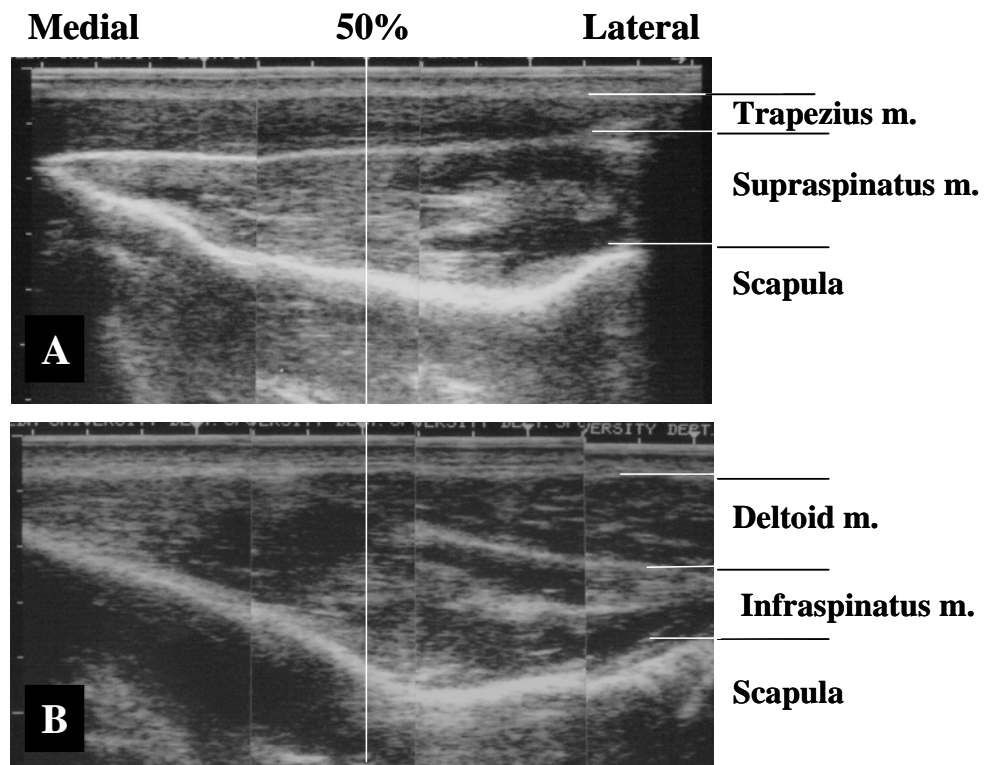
棘上筋 (A) と棘下筋 (B) の超音波画像
